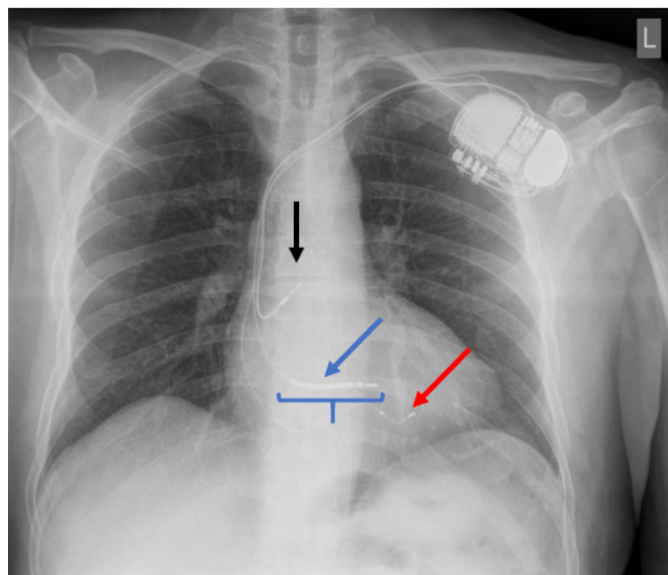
Radiografia toracică a unui pacient cu defibrilator cardiac triplucameral în vederea terapiei de resincronizare cardiacă și prevenției secundare a morții subite cardiace - se pot observa cele 3 sonde plasate în atriu drept (săgeata neagră), ventriculul drept (săgeata albastră) și într-un ram lateral al sistemului venos cardiac, pentru stimularea de ventricul stâng (săgeata roșie). La nivelul sondei de VD se remarcă, în porțiunea distală, prezența circuitului suplimentar utilizat pentru defibrilare – coil (acoladă albastră).
